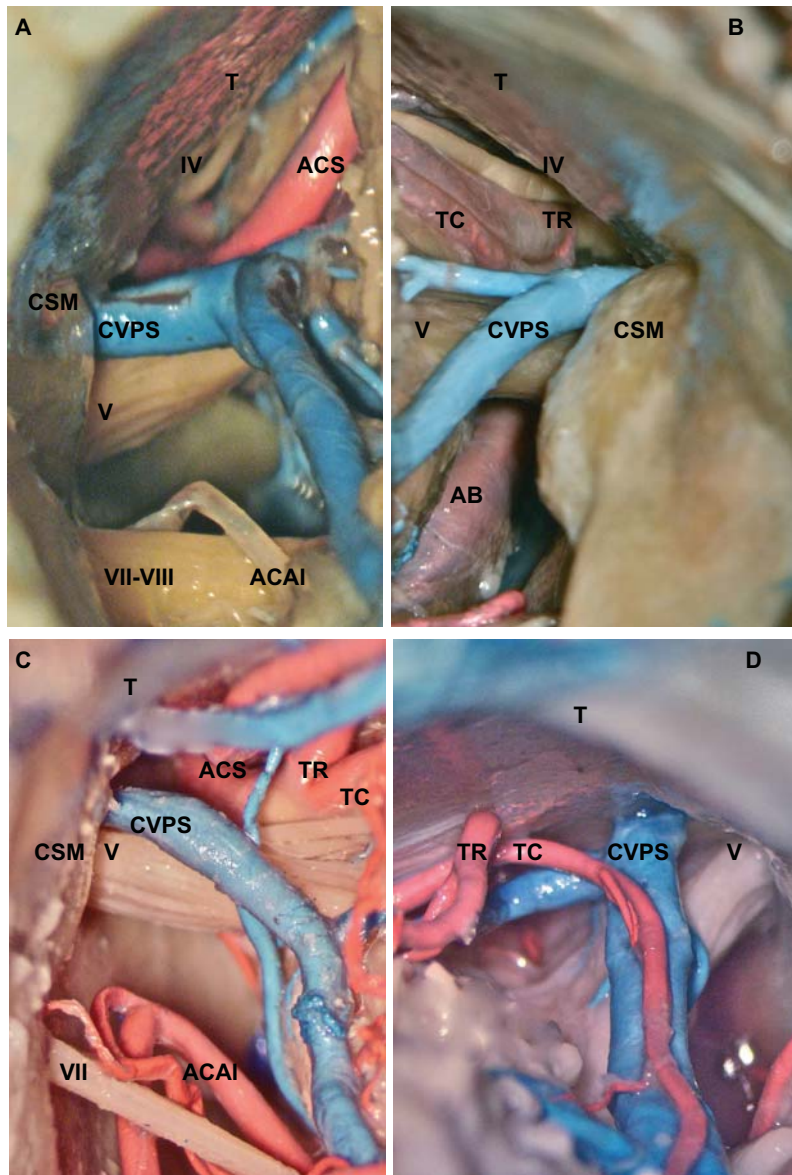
Relaciones vasculares con el nervio trigémino y puntos de contacto. A) ACP izquierdo. Contacto del TC de la ACS con el trigémino. B) ACP derecho. Contacto del TR. C) ACP izquierdo. Contacto del tronco principal de la ACS. D) ACP derecho. Contacto del CVPS. Tentorio (T), Arteria cerebelosa superior (ACS), Tronco caudal y rostral de la ACS (TC, TR), Complejo venoso petroso superior (CVPS), Cresta suprameatal (CSM), Arteria basilar (AB), Arteria cerebelosa anteroinferior.
